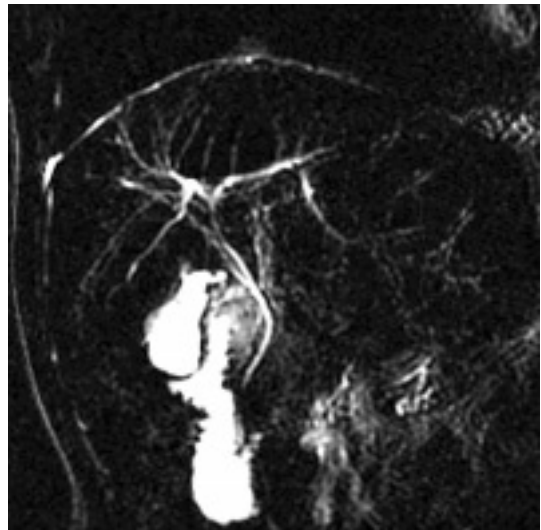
CP-IRM : cirrhose : embranchements à angle droit des VBIH biliaires périphériques, (séquence SS-FSE, coupe frontale de 20 mm d'épaisseur, TE eff 800 msec).
